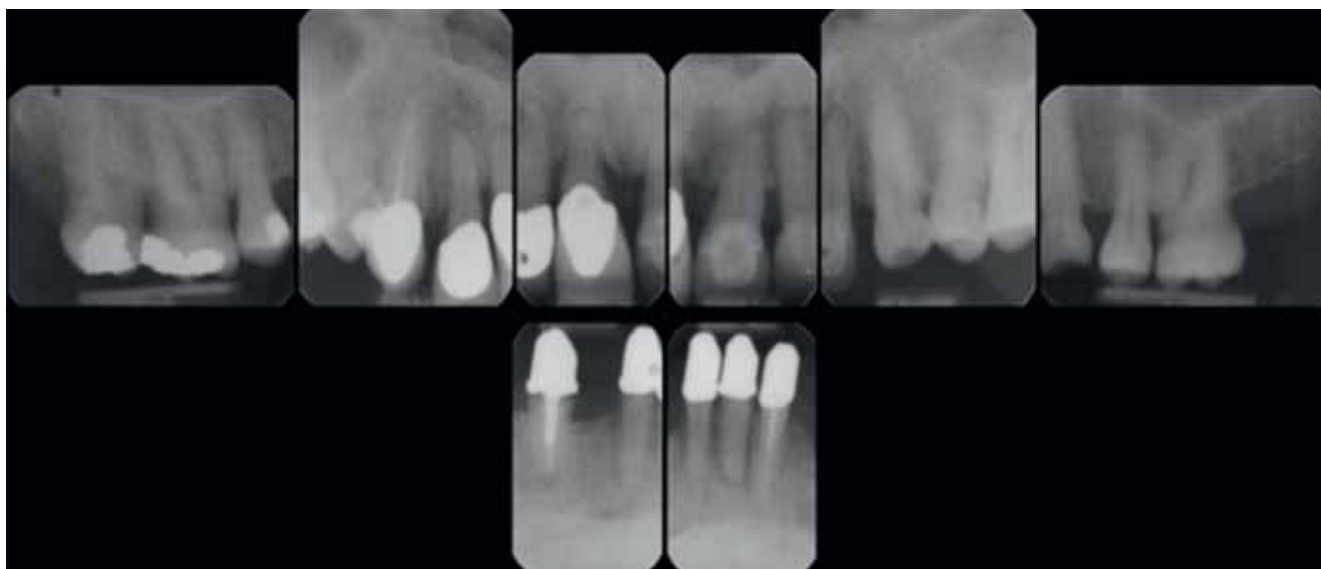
Röntgenstatus bei Behandlungsbeginn
